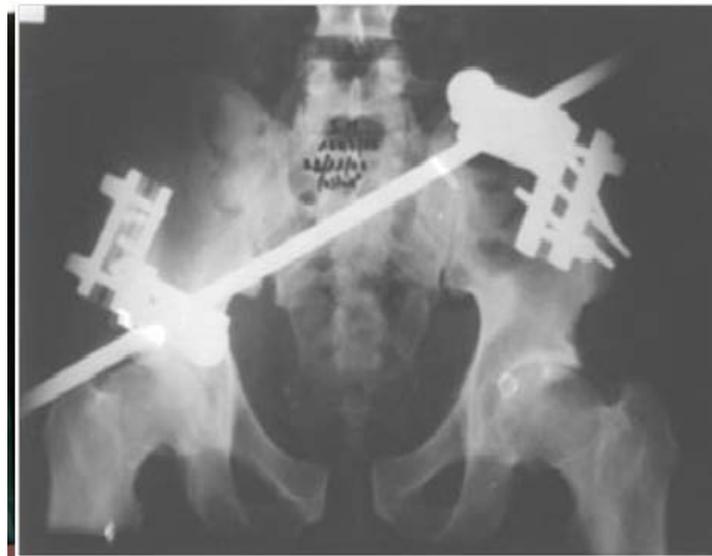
Radiographie de face du bassin chez un patient qui présente une disjonction pubienne après réduction et fixation externe
